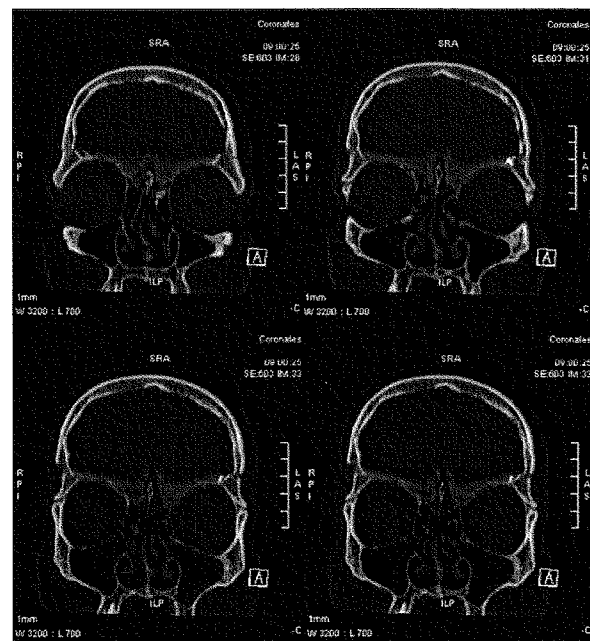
CT scan cérébral en fenêtre osseuse, en reconstructions coronales, à 1 mois postopératoire. Le toit de l'orbite a une conformation normale et le volume orbitaire est rétabli.
